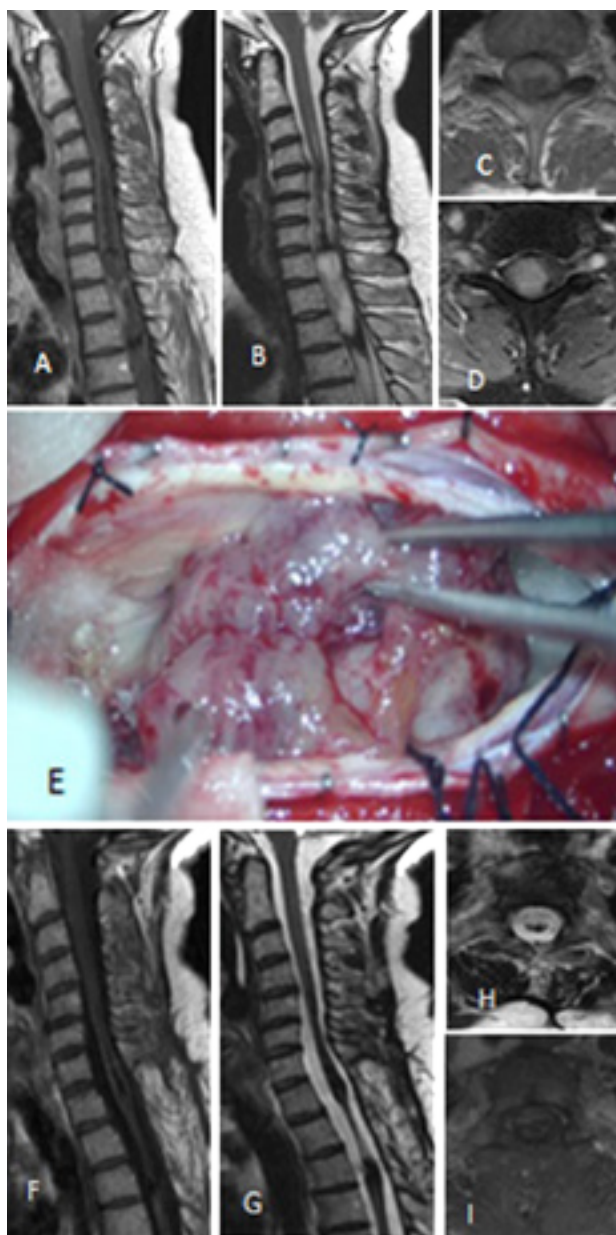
Ependimoma. A-D: RM prequirúrgica T1 con contraste y T2 cortes axiales y sagitales. E: Imagen intraoperatorio. F-I: RM posquirúrgica T1 con contraste y T2 cortes axiales y sagitales.
